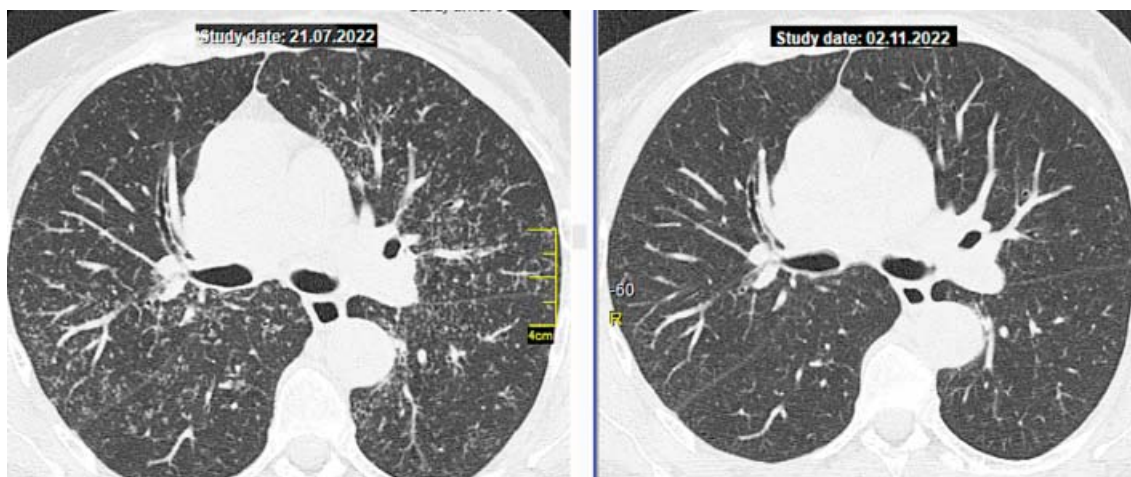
КТ ОГП пацієнтки Е. до та після проведення комбінованої терапії МТХ та ГХ.
